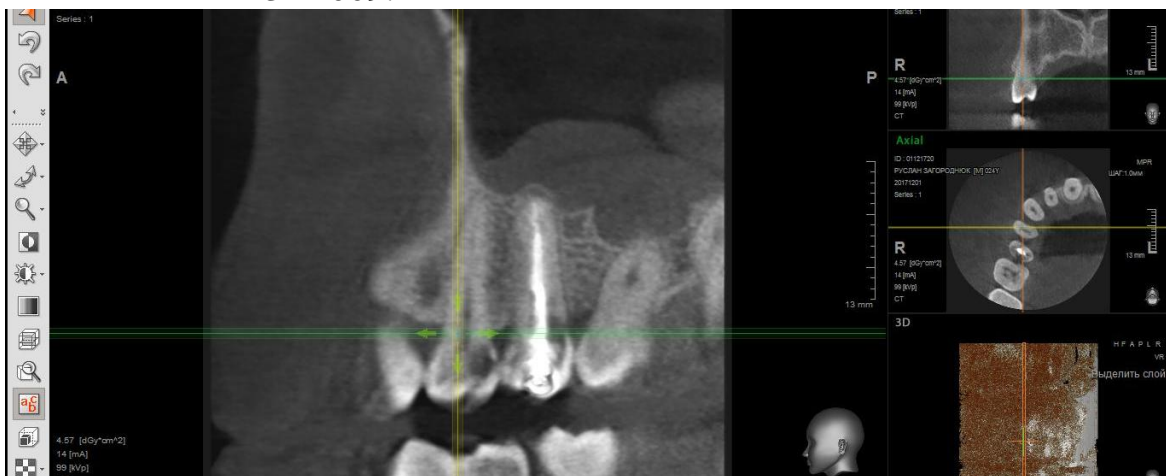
Фотографія КТ-знімка 14 зуба; сагітальна проекція.
